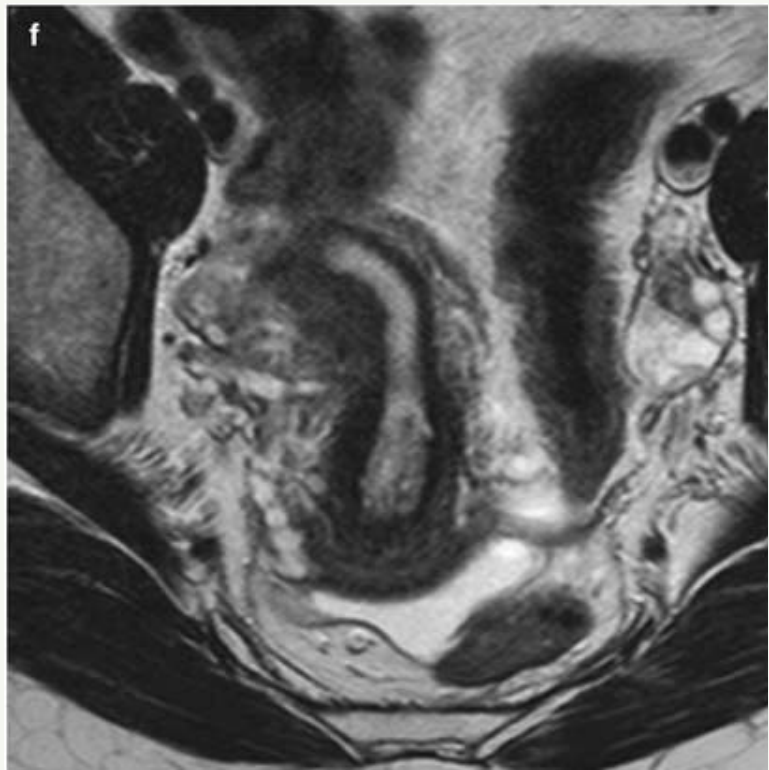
RM de útero unicorne. La secuencia T2 muestra cuerno único desviado a derecha.
